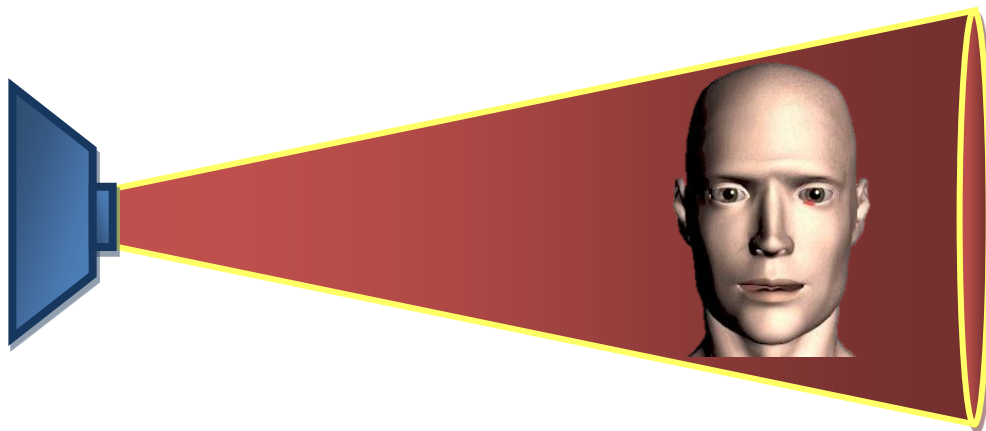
Representación del haz cónico que emite el aparato de Rayos Roentgen.
